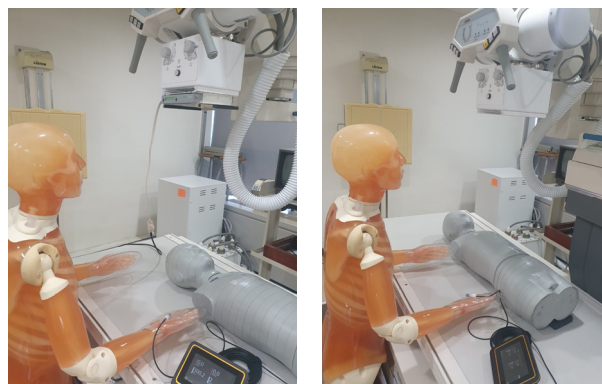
Dose measurement layout for pediatric X-ray examination, a) skull AP, b) abdomen supine
